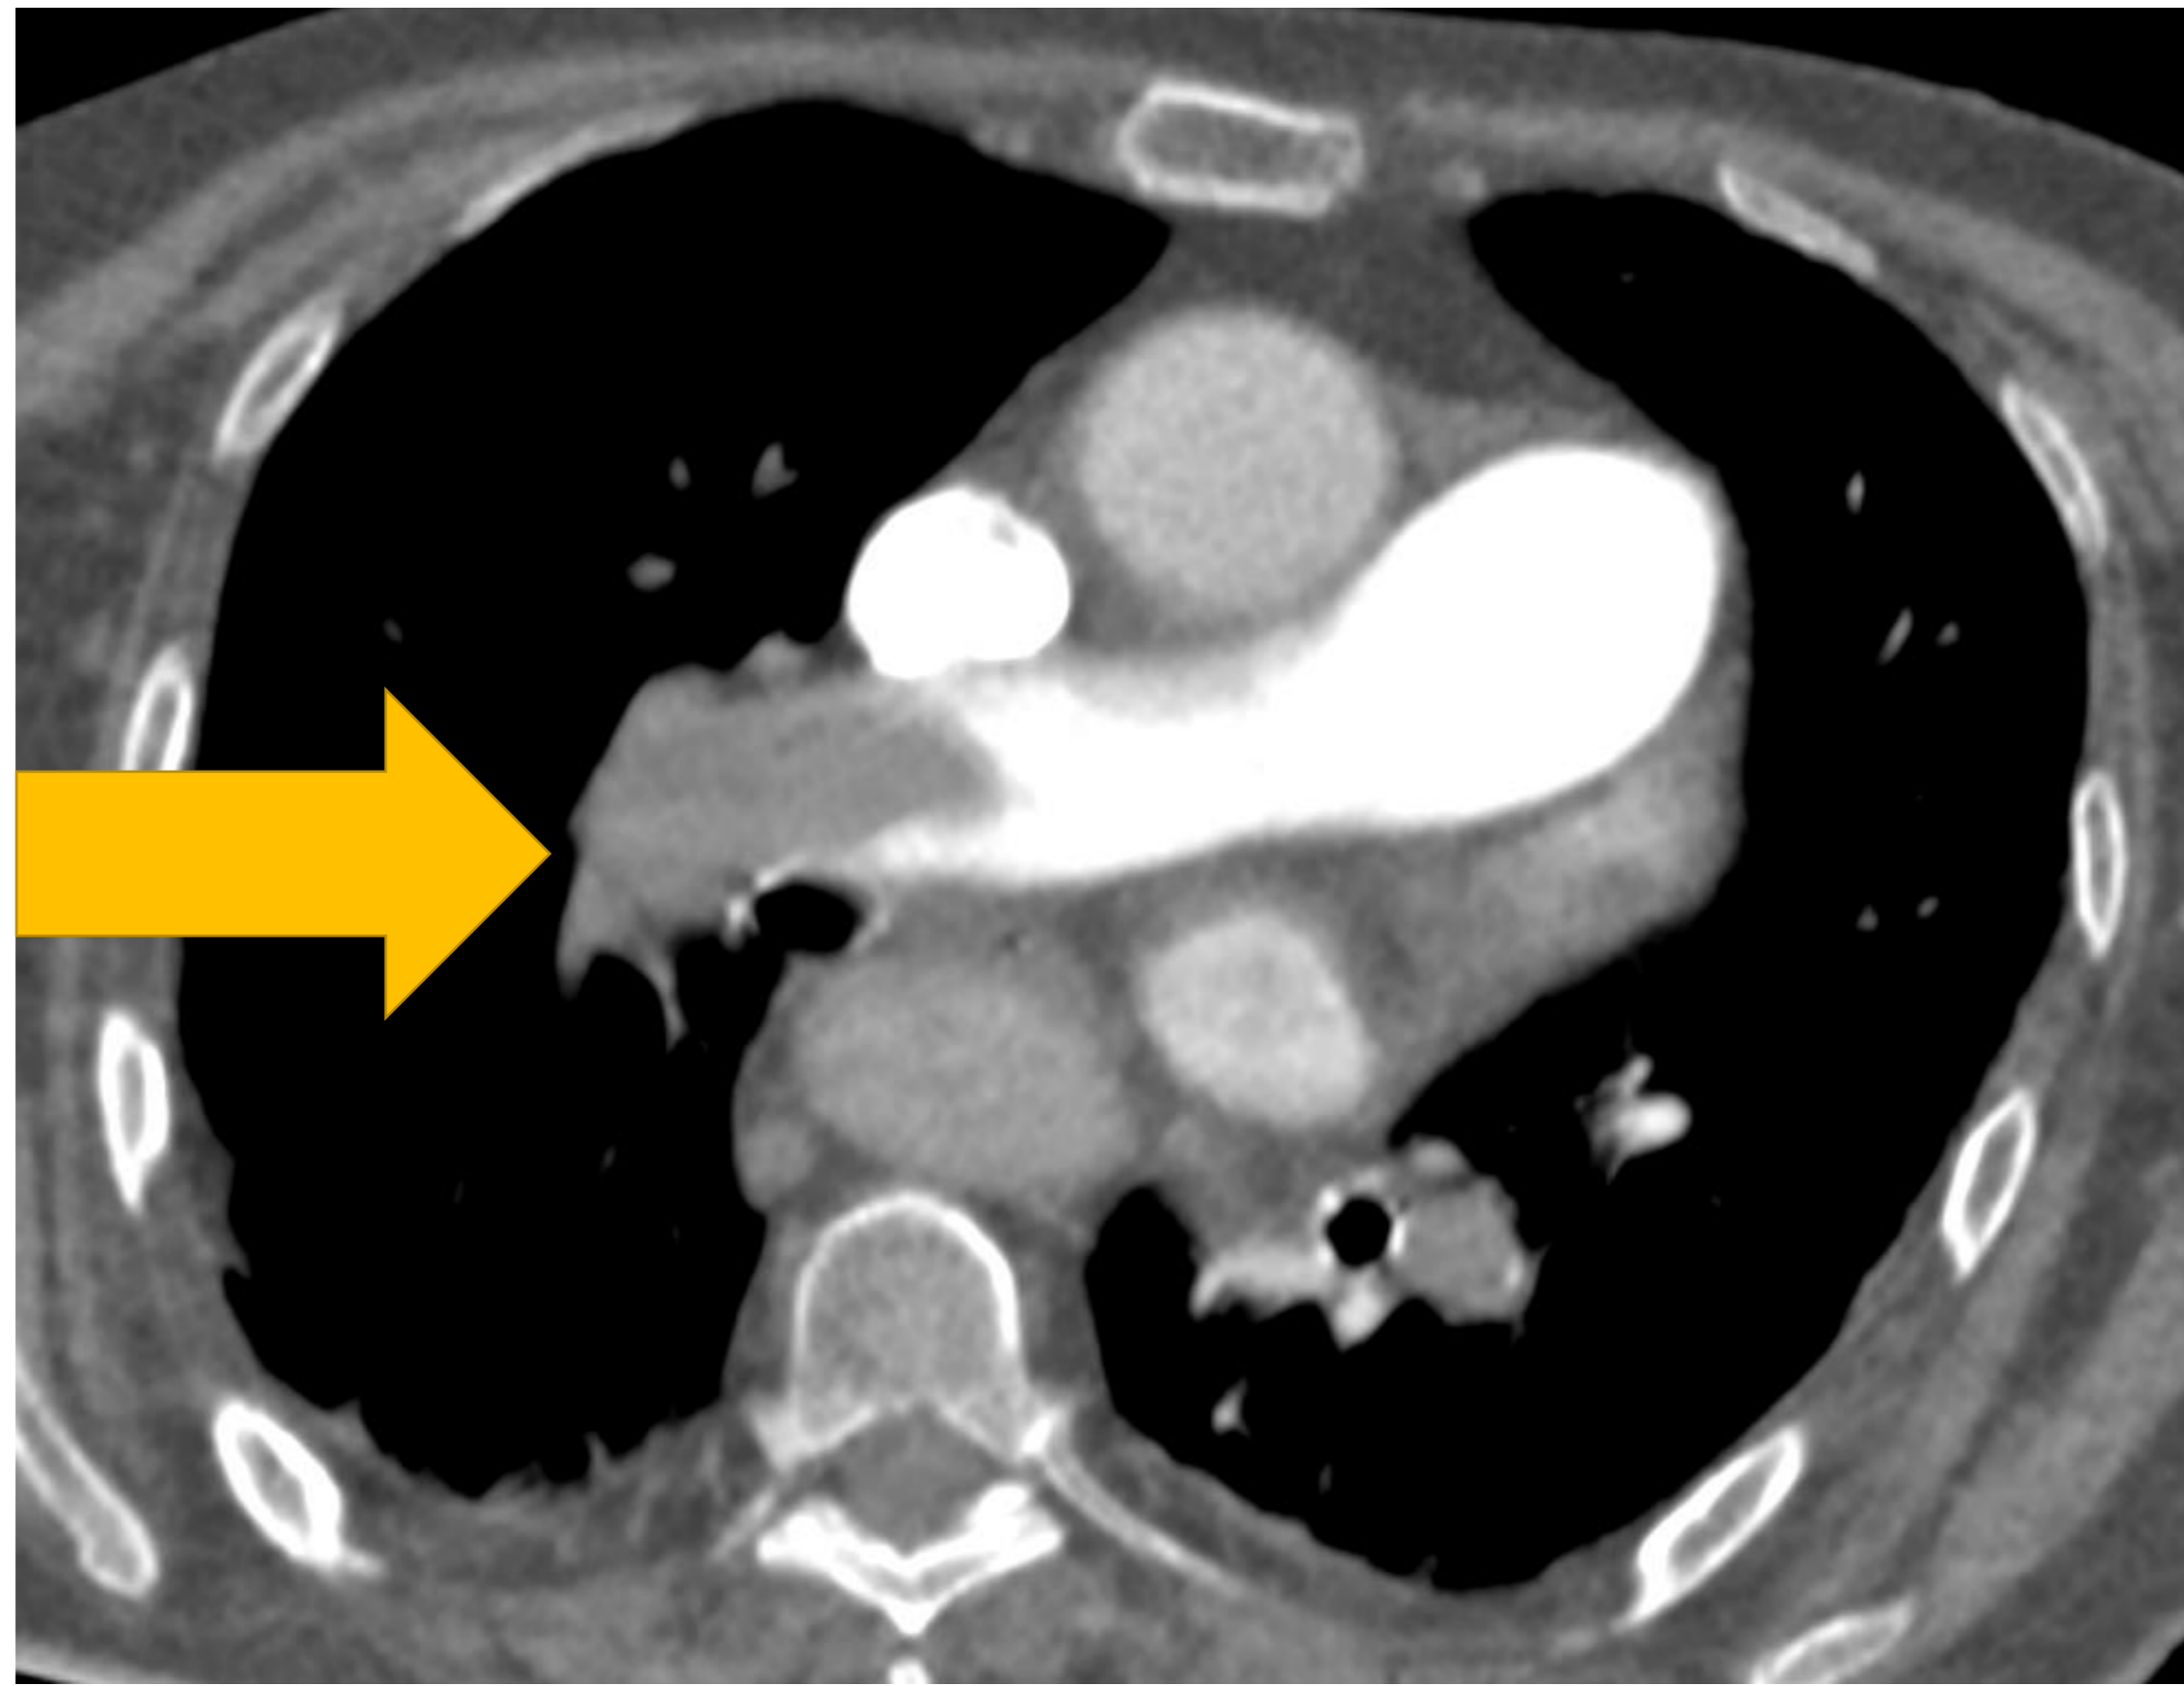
Correlación entre el hallazgo de tromboembolismo pulmonar en angio TC (flechas amarillas) y el defecto de perfusión en el mapa de yodo (rodeado en rojo).
